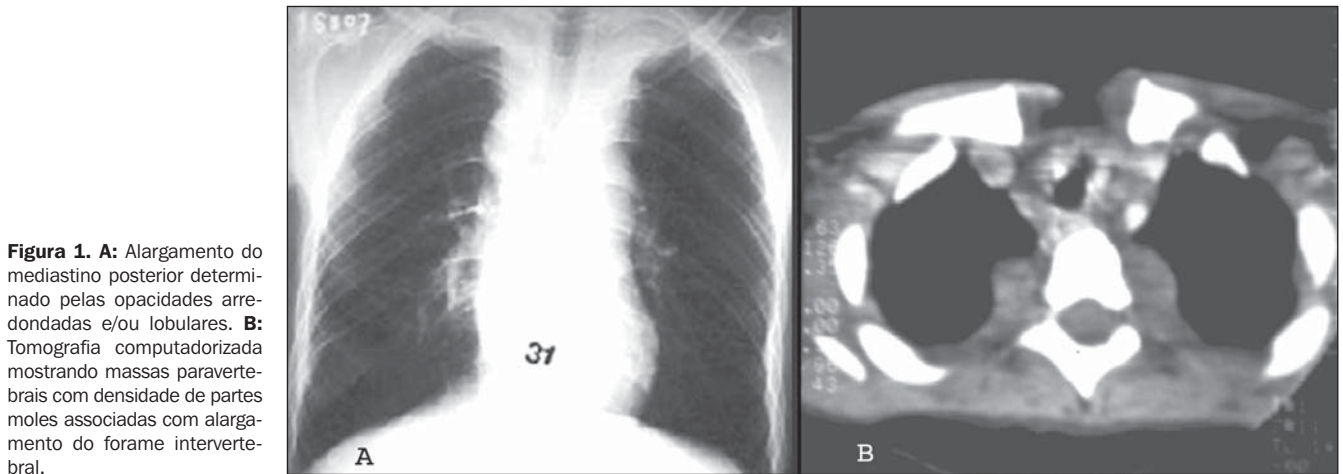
A: Alargamento do mediastino posterior determinado pelas opacidades arredondadas e/ou lobulares. B: Tomografia computadorizada mostrando massas paravertebrais com densidade de partes moles associadas com alargamento do forame intervertebral.
